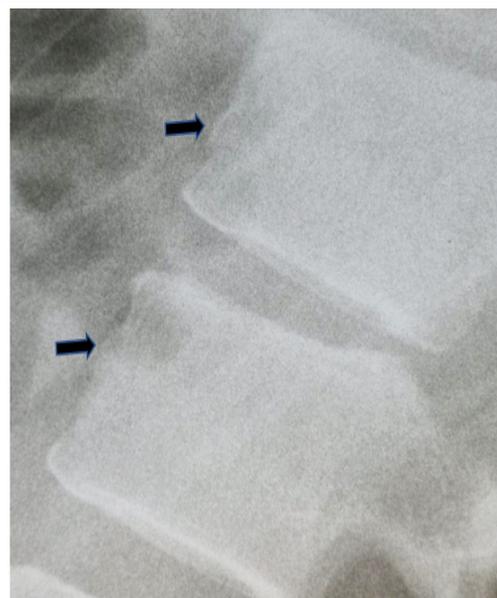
Рентгенограмма поясничных позвонков L1, L2 в боковой проекции. Неровность переднего края позвонков (стрелки)
